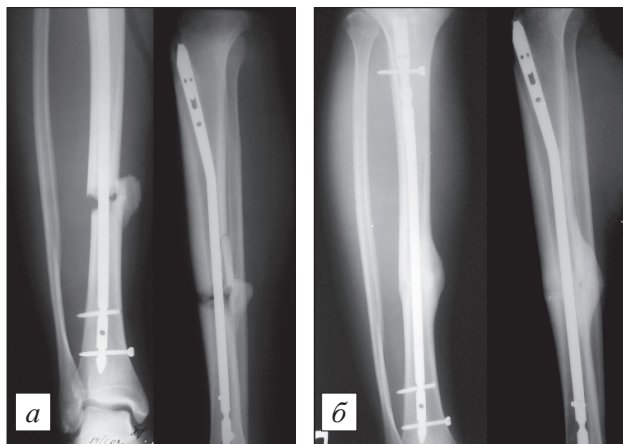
Рентгенограммы костей голени больного О.
